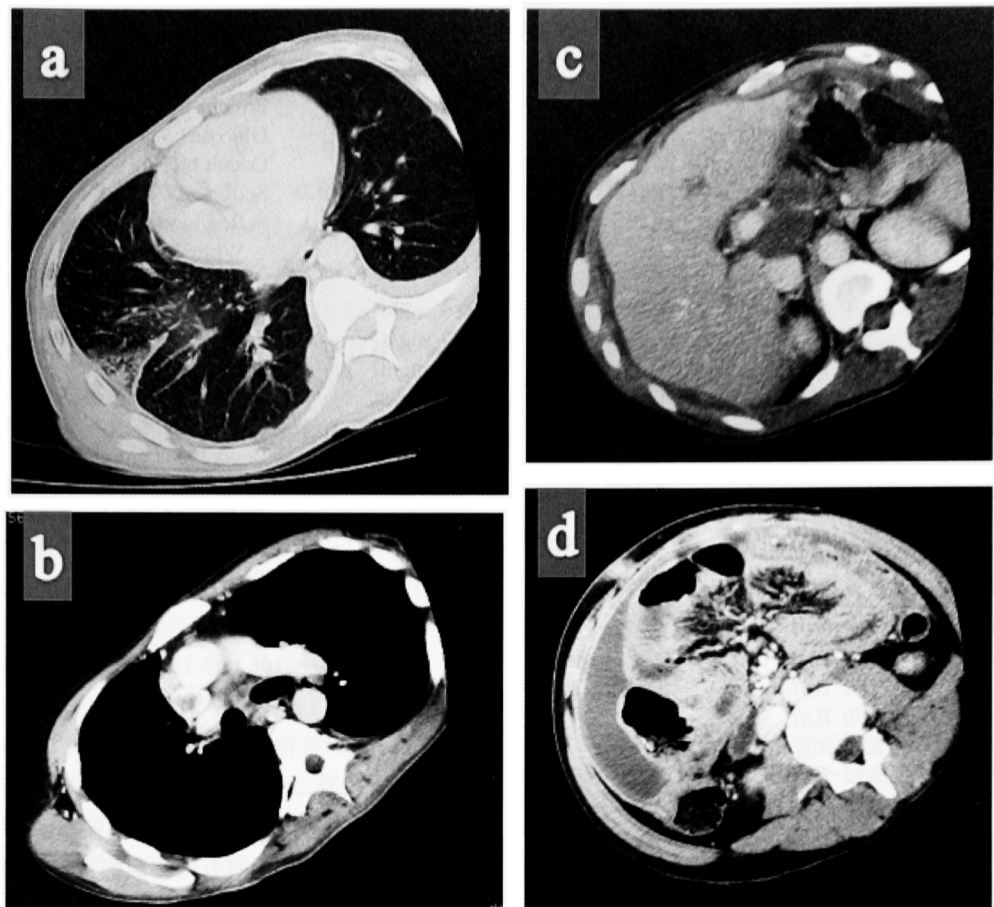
A contrast-enhanced chest and abdominal CT scan shows miliary shadow in random distribution throughout the lung, wedge-shaped infiltration in pleural-based area of the right middle lobe, bilateral pleural effusion (Fig. 2a), enlarged mediastinal and abdominal lymph nodes (Fig. 2b,c), ascites and edema of the mesentery (Fig. 2d).
